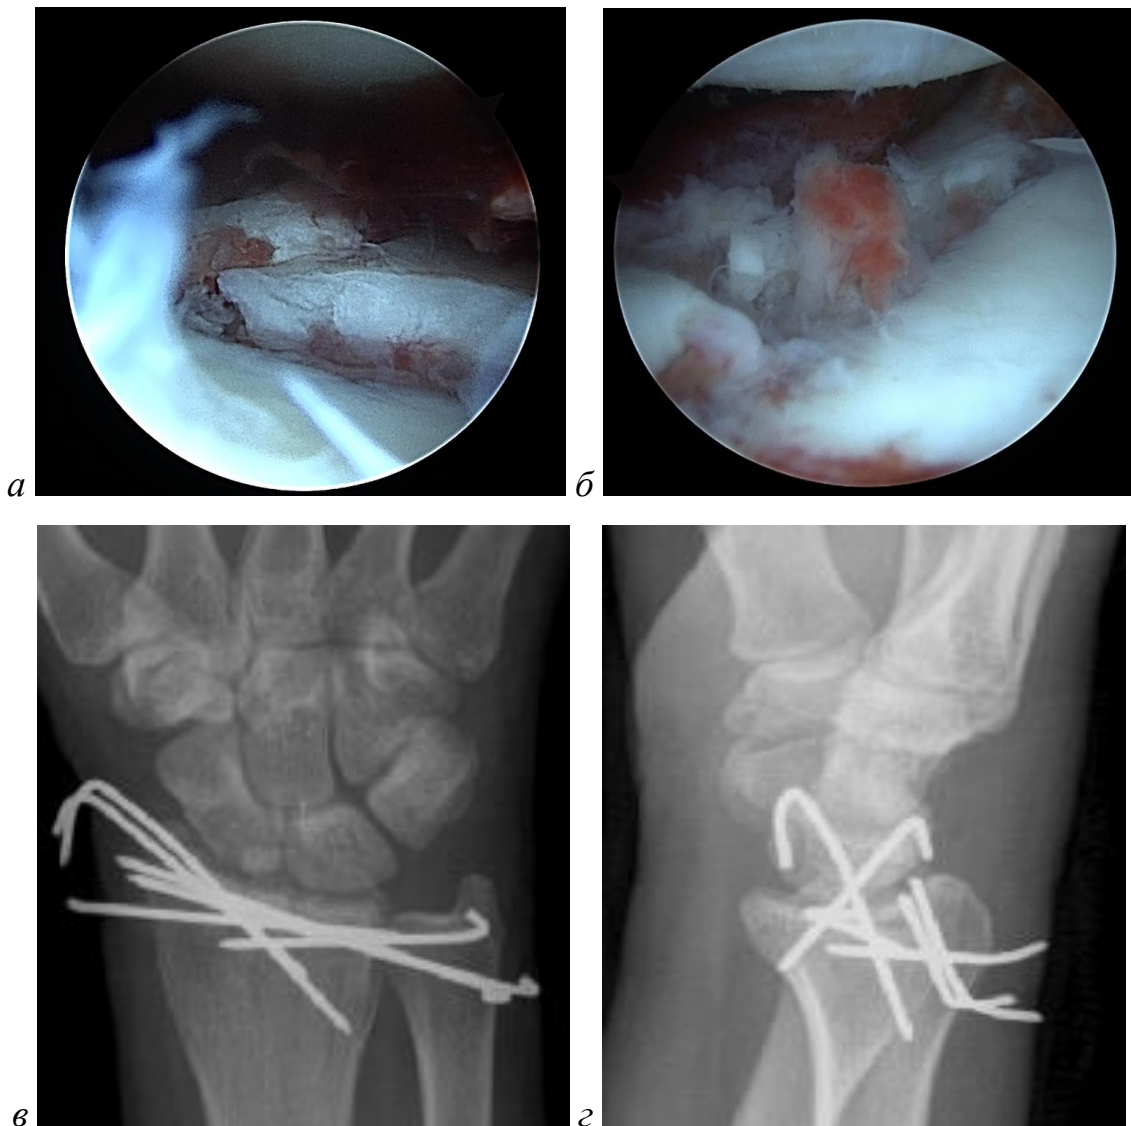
Пострадавший И., 31 год: *а* — артроскопическая картина правого лучезапястного сустава до репозиции. Определяется значительное смещение костных фрагментов (импрессия более 2 мм), образующих суставную поверхность ДМЭЛК; *б* — артроскопическая картина после репозиции. Определяется устранение смещения внутрисуставных костных фрагментов по высоте и сохранение промежутка между отломками — 2,0 мм; *в, г* — послеоперационные рентгенограммы правого лучезапястного сустава в прямой (*в*) и боковой (*г*) проекциях. Определяется устранение выраженного смещения внутрисуставных костных фрагментов по высоте с остеосинтезом 5-ю спицами ($d = 1,5$ мм)
